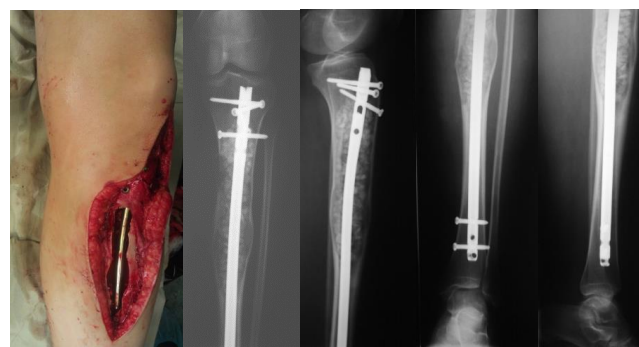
Этапы операции: а – этап штифтования; б, в – рентгенограммы левой большеберцовой кости после выполнения проксимального блокирования; г, д – рентгенограммы левой большеберцовой кости после выполнения дистального блокирования
